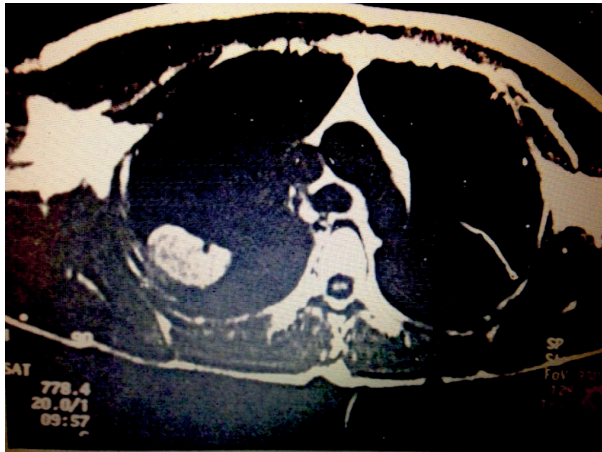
МРТ на уровне трахеи (Т1-взвешенное изображение). В S2 верхней доли правого легкого субплеврально расположена периферическая опухоль, плевра на этом уровне утолщена
